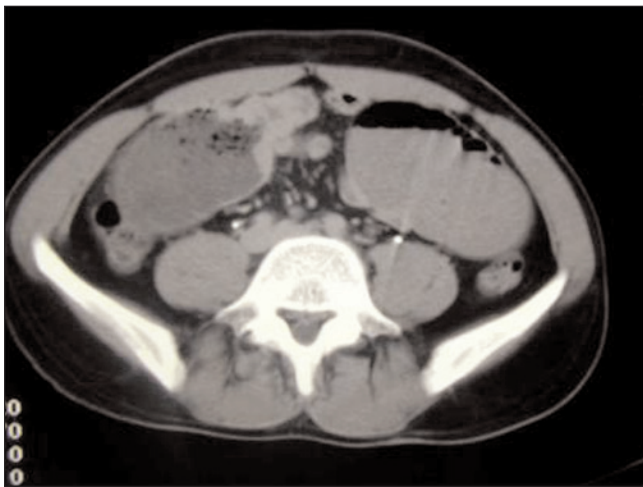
Second abdominal CT: persistence of retroperitoneal adenopathies, and severely dilated small-bowel loops with an abrupt narrowing at a jejunal loop (jejunitis).
